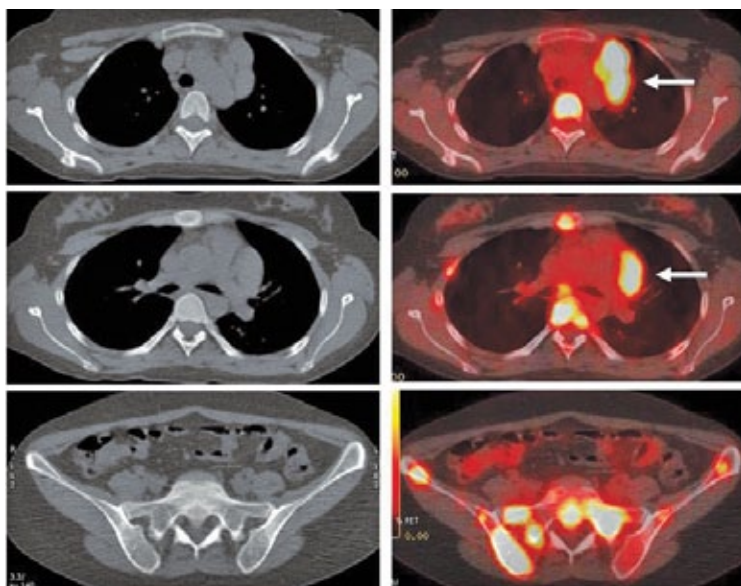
Paciente con Linfoma de Hodgkin en etapificación. En el PET/CT se identifica masa adenopática mediastínica prevascular, hipermetabólica (flechas). Extenso compromiso esquelético a nivel costal, vertebral, esternal y en huesos de la pelvis, sin representación en imágenes de Tomografía Computada (no detectables con TC).
